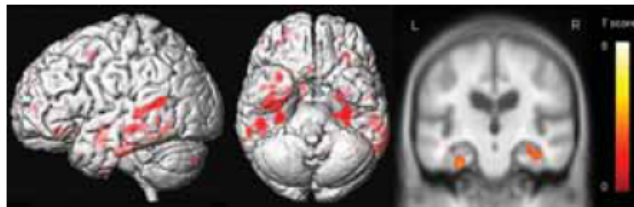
Patterns of gray matter loss on MRI in subjects with Braak stage 0 through IV and high tau burden ($\geq 10\%$) compared with subjects with Braak stage 0 through IV and low tau burden ($< 10\%$)
